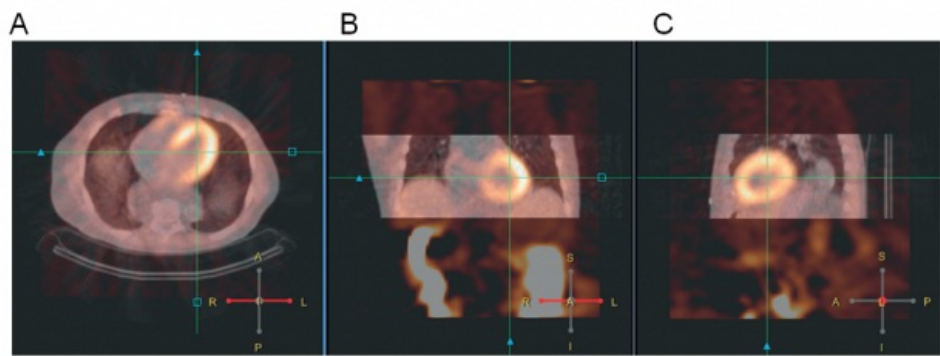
Fusión del SPECT y CT. Si la alineación entre los datos de emisión y transmisión discrepan, el registro se puede ajustar antes de realizar la corrección de atenuación. A, corte axial; B, corte coronal; C, corte sagital.
